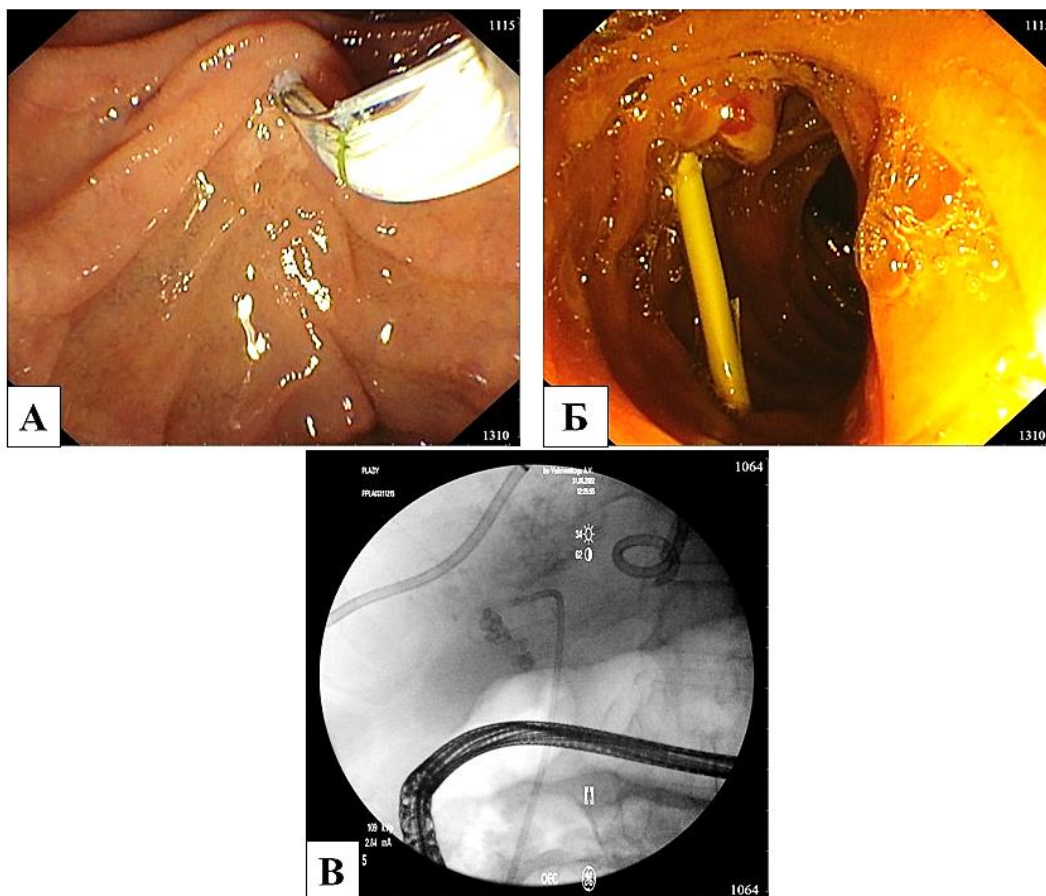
Интраоперационные фото: А – папиллосфинктеротомия; Б – установка пластикового стента; В – контрольная рентгеноскопия (правильное положение стента, полная эвакуация контрастного вещества из желчных протоков).
